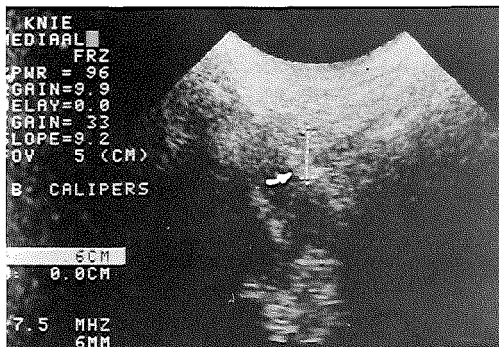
Ultrasonografisch beeld van een mediopatellaire plica van de rechter knie, gebogen. (zelfde patient als bij afb. 18a) De plica wordt breder en langer, hetgeen kan duiden op compressie. (pijl)
